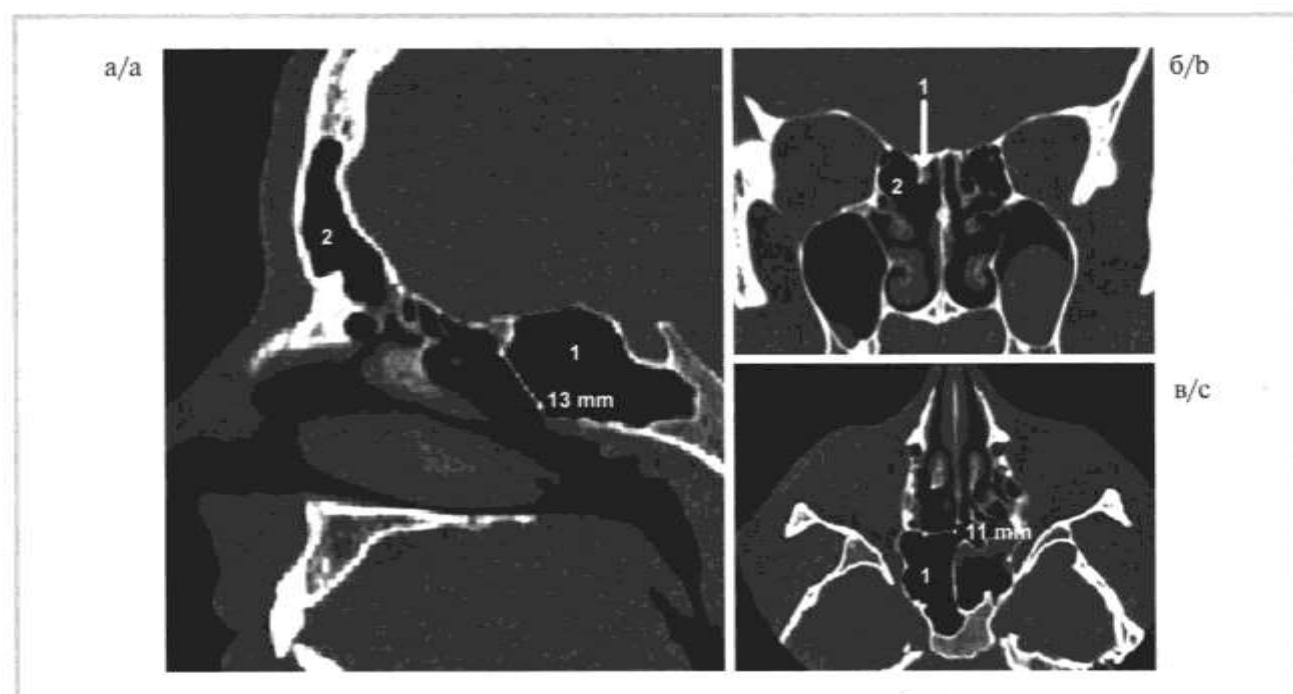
Компьютерная томография околоносовых пазух после хирургического лечения.
